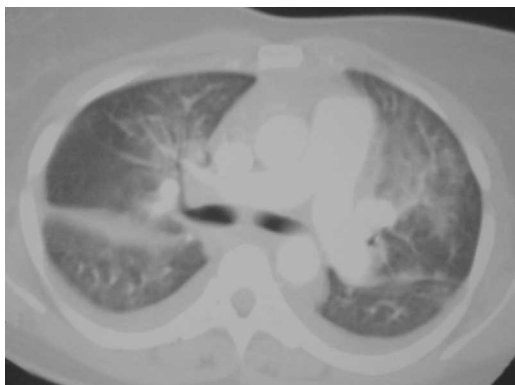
TC de tórax evidenciando áreas bilaterais de vidro fosco com derrame pleural (intrafissural e bilateral) em um paciente com hemorragia alveolar secundária à insuficiência cardíaca.
